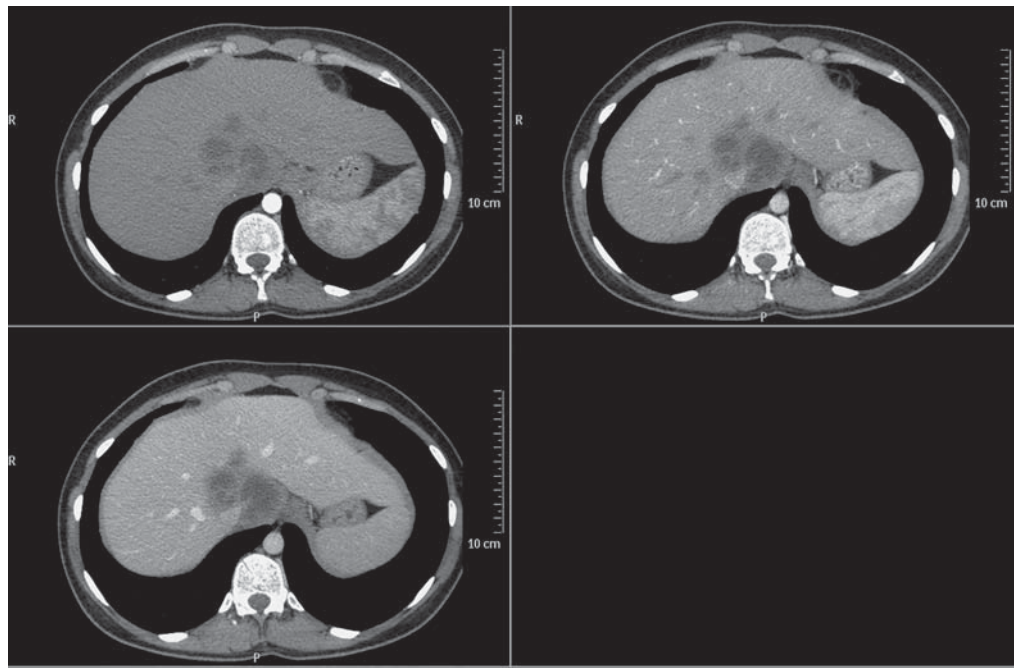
Абдоминальное МСКТ-исследование.
